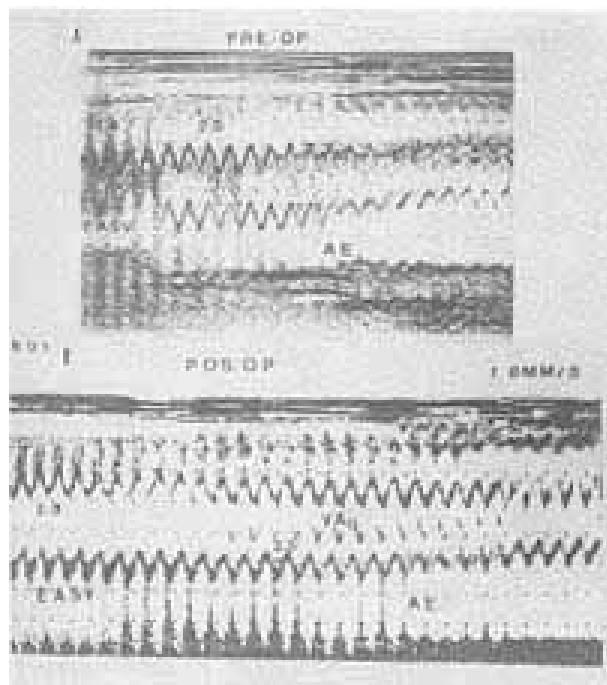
A) Ecocardiografia pré-operatório, mostrando estreitamento da aorta logo acima da valva aórtica. B) O ecocardiograma pós-operatório mostrou alargamento da região estenosada que passou de 1,4 cm para 2,8 cm. EASV - estenose aórtica supravalvular; - átrio esquerdo; VAO - valva aórtica.
